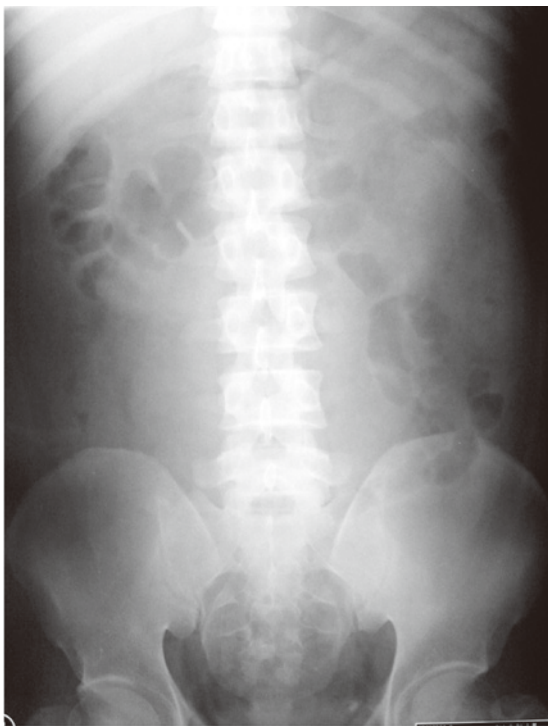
Plain radiographs of abdomen showing absence of gas in central area of gastrointestinal tract but presence in left side of small intestine.
